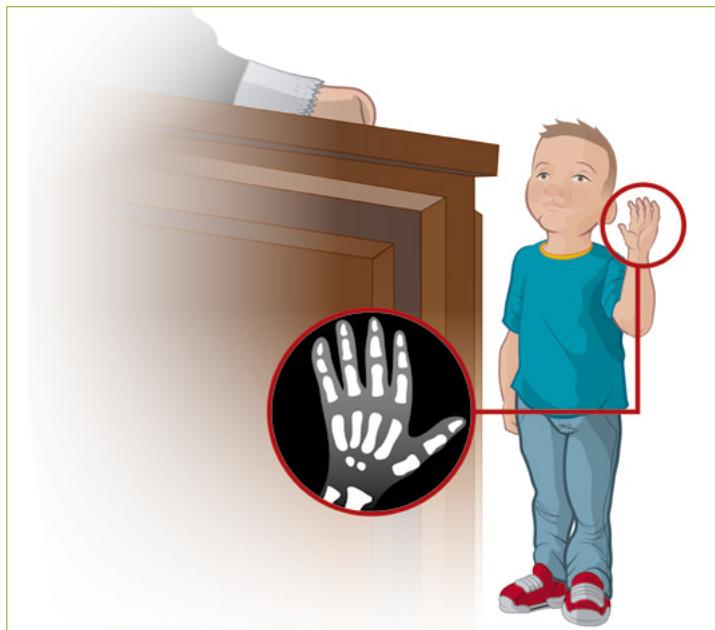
Edad ósea: radiografía de muñeca izquierda
